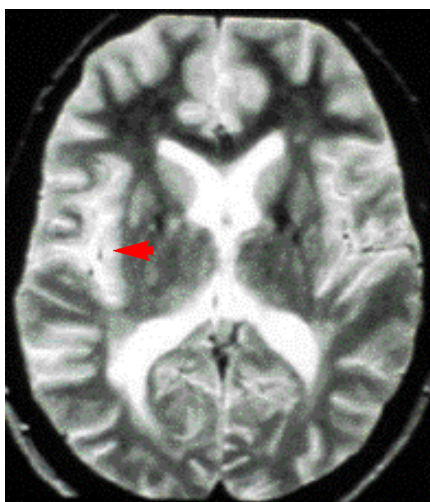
Zona hiperintensa cortical y en unión de la sustancia gris con la sustancia blanca (flecha) (caso 1). IRM de cerebro en T2
